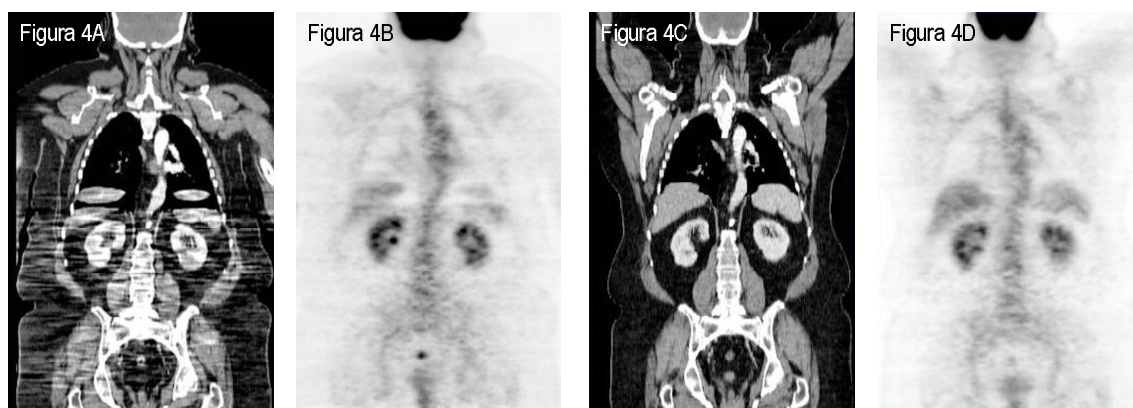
Efecto de la posición de los brazos en las imágenes de TC y PET: Artefactos por endurecimiento del haz. A: TC coronal con brazos abajo. B: PET coronal con brazos abajo. C: TC coronal con brazos arriba. D: PET coronal con brazos arriba.
